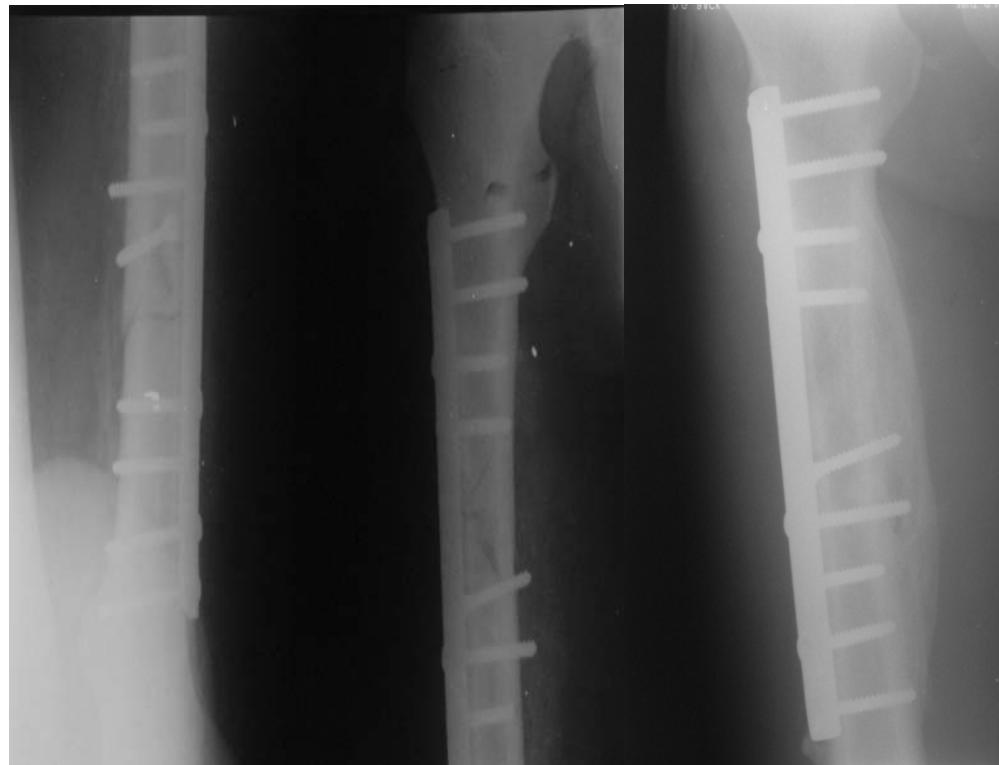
Radiographie d'une consolidation après traitement par plaque vissée.
